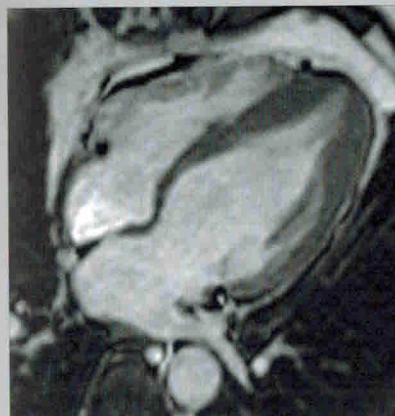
Магнитно-резонансные томограммы. Асимметрическая гипертрофическая кардиомиопатия с преимущественным поражением апикальных отделов левого желудочка
